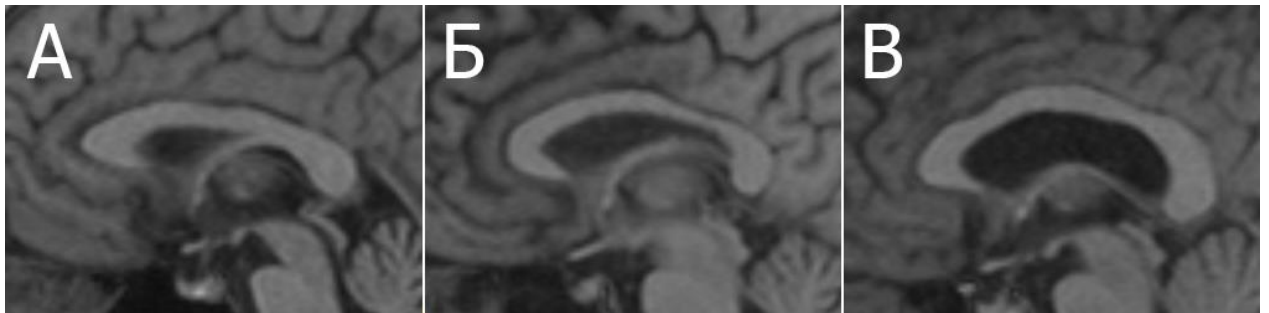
МРТ-зображення різних за ступенем опуклості форм мозолистого тіла людини.
